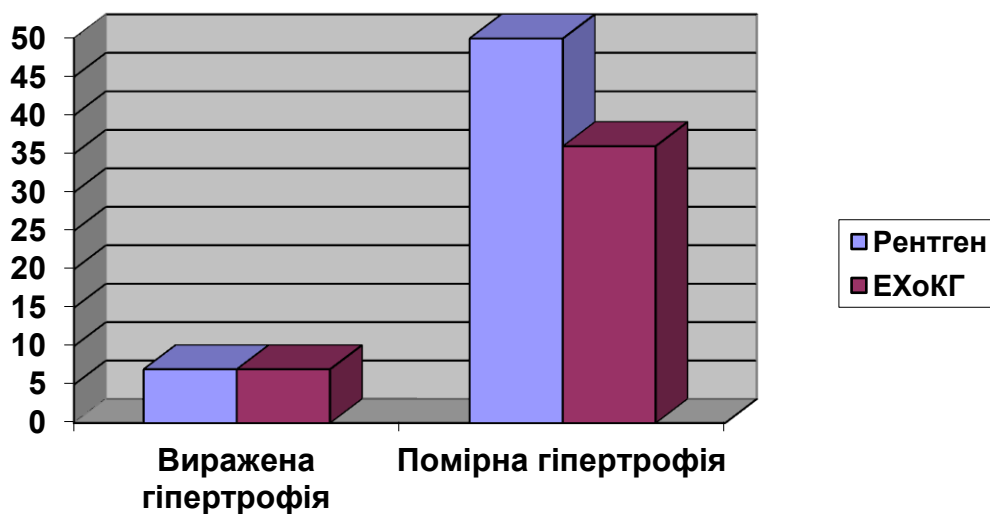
Дані рентгенологічного та ЕхоКГ методів при вираженій та помірно вираженій гіпертрофії лівого шлуночка.
